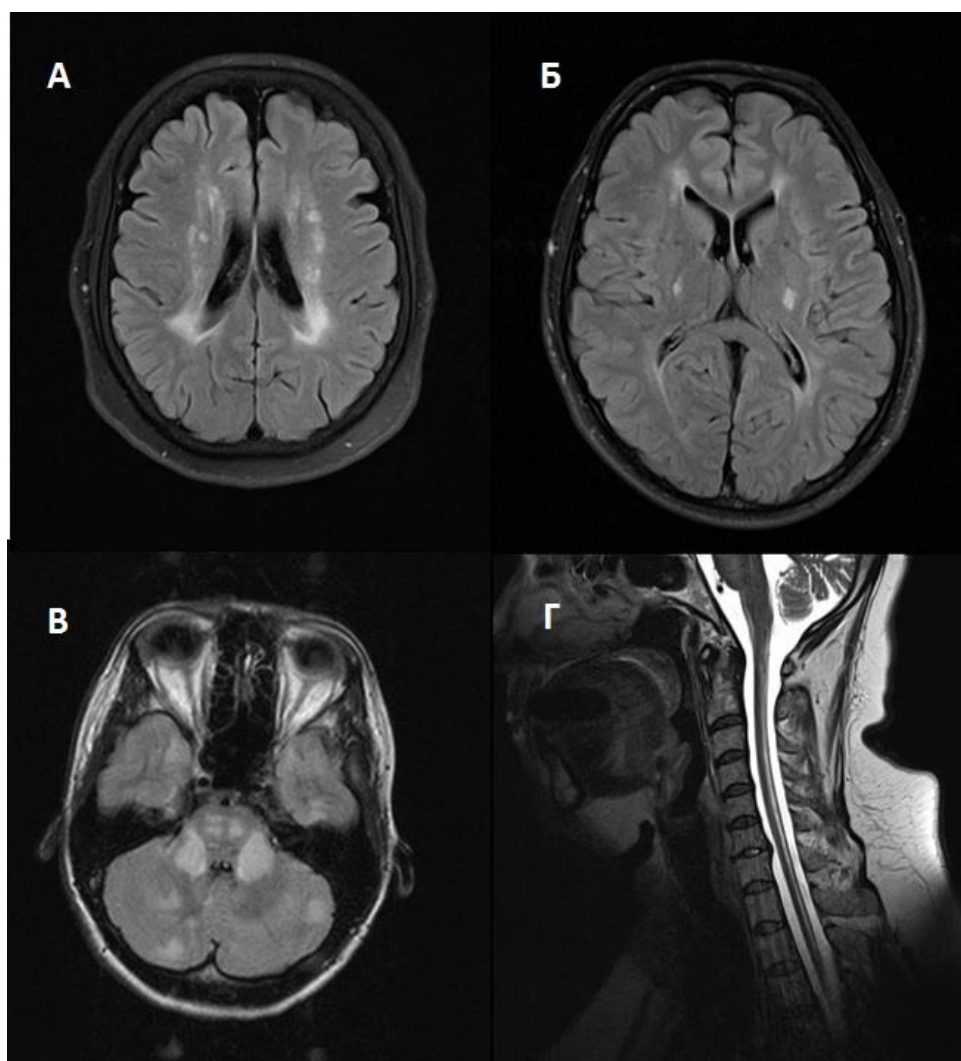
МРТ, пациентка ЛС-1.
